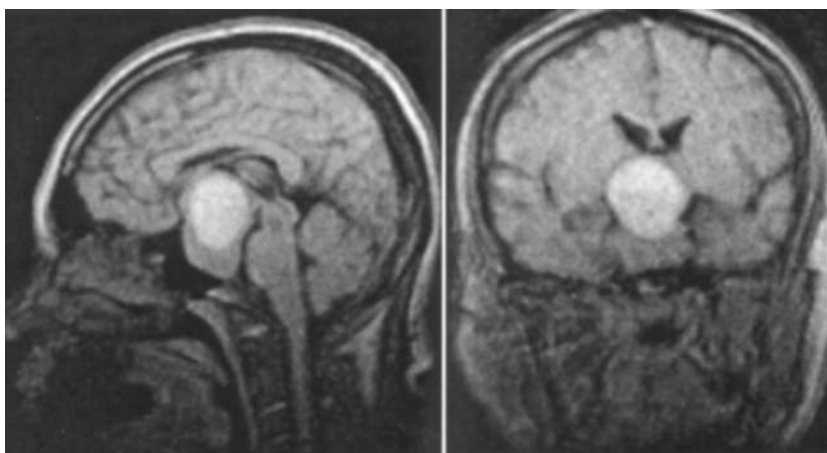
МРТ. T2 зображення хворої Ш., 54 років на 18-ту добу після гострого початку захворювання.
